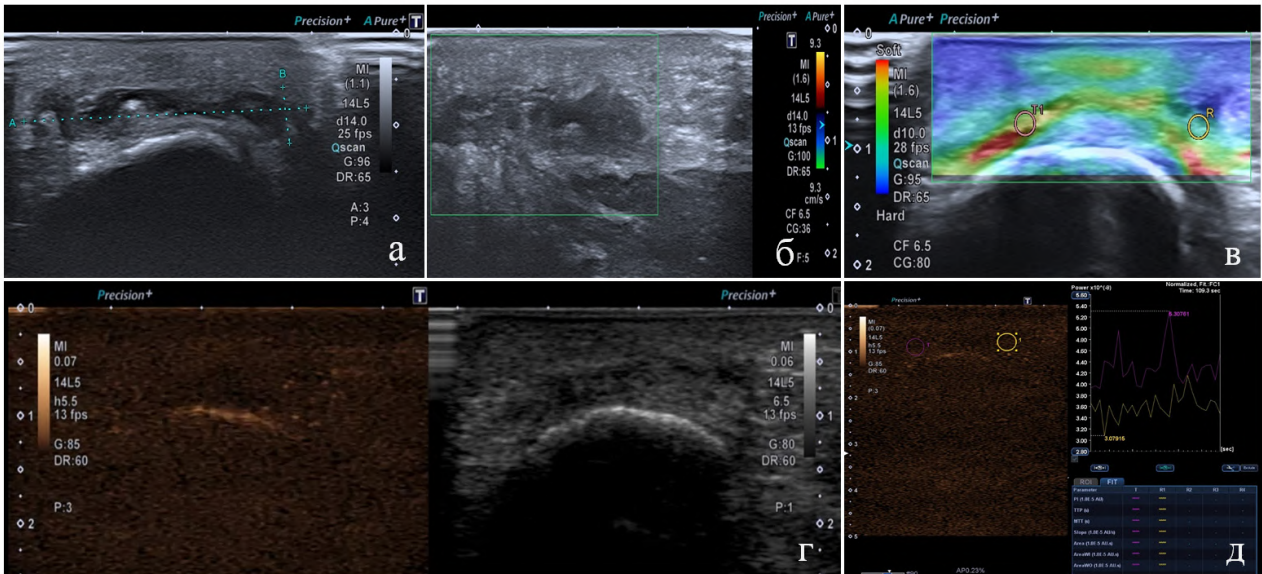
Результат КУУЗИ мягких тканей правой стопы: А — В-режим: гипозоногенный участок неправильной формы с четкими, ровными контурами, равномерно неоднородной структуры, без гиперэхогенного ореола; Б — режим ЦДК: аваскулярно; В — режим СЭГ: 2-й эластотип (эластичное); Г — режим КУ: аконтрастность; Д — режим КУ: кинетическая кривая не строится
